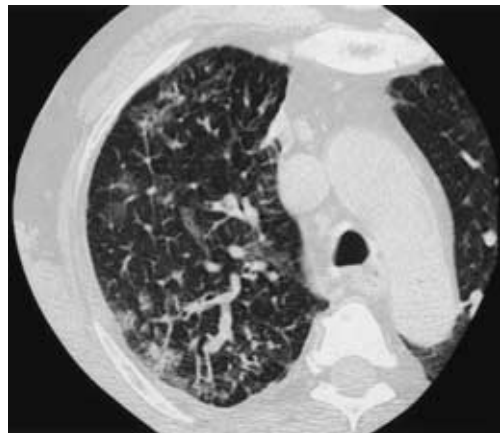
Chest CT scan revealing patchy, segmental ground-glass opacity.
